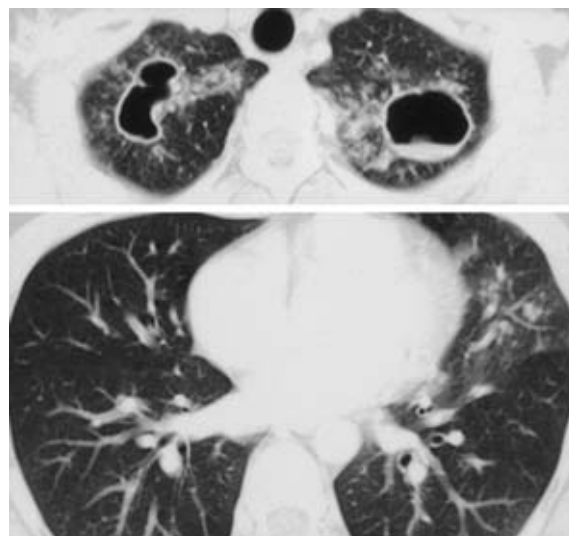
The CT scans on admission showing thin-walled cavities surrounded by small nodules.
